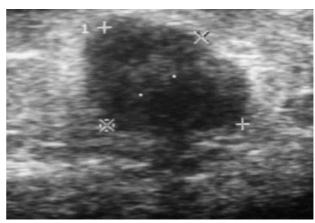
Ecografía del nódulo que se observaba en la mamografía. Se visualiza una imagen nodular, sólida, heterogénea, hipoecoica de 20 por 15 mm de diámetro, cuyos bordes son bien definidos, y presenta sombra acústica posterior.
